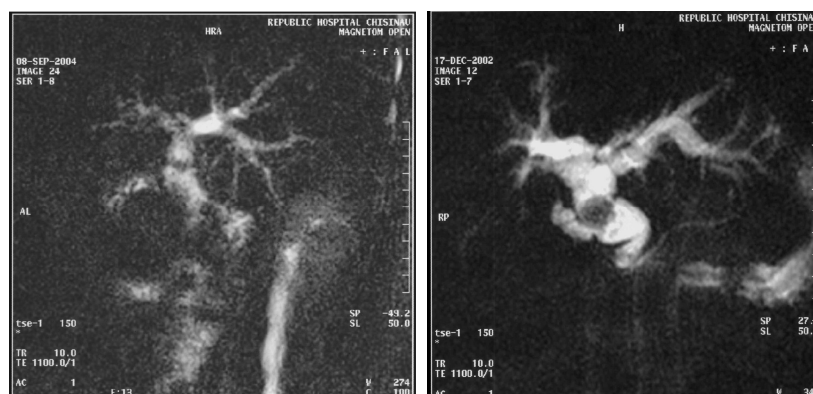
Colangiografia prin rezonanță magnetică (CBP > 3cm, coledocolitiază)
